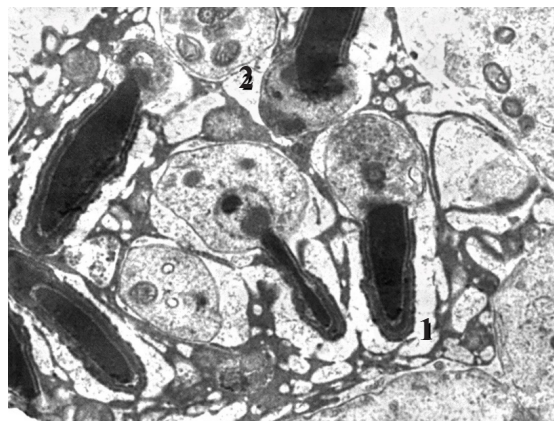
Ультраструктура сперматогенного эпителия канальцев семенника животного спустя 14 дней после экспериментальной реперфузии семенного канатика. Сб. $\times 17000$: 1 - деструктивно измененные сперматозоиды; 2 - межклеточный отек
